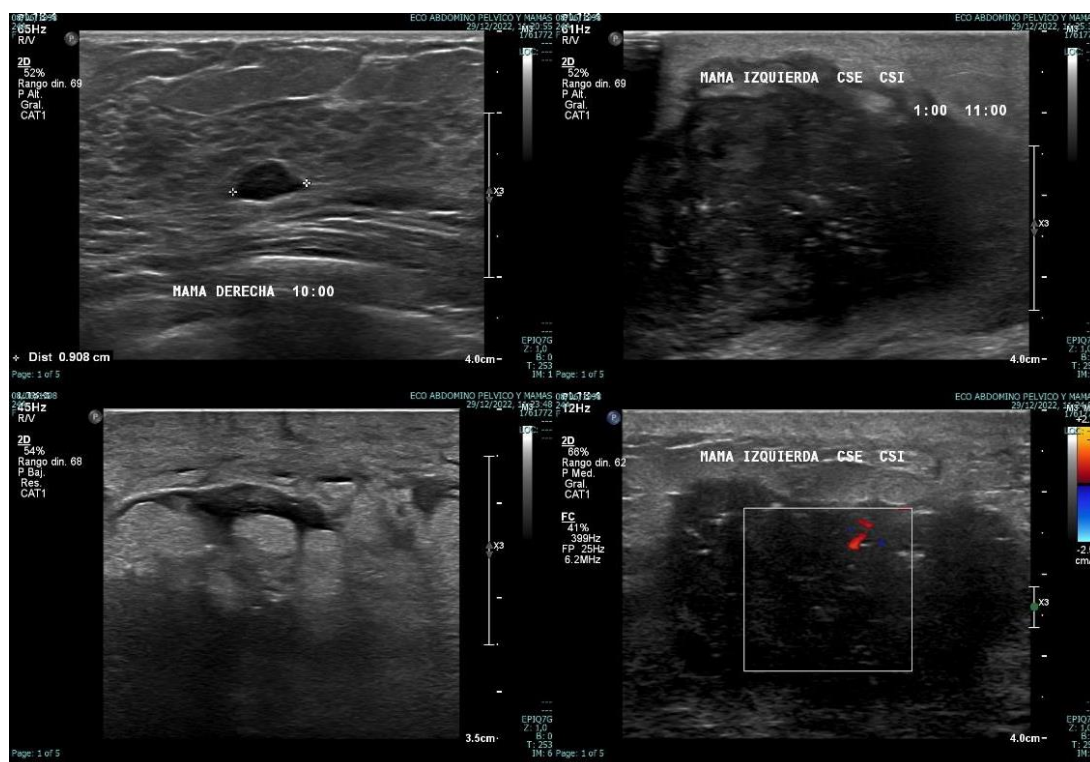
Ultrasonido de mamas reporta BIRADS VI. Ca mama izquierda con adenomegalias izquierda y ganglios con engrosamiento cortical focal derechos.
